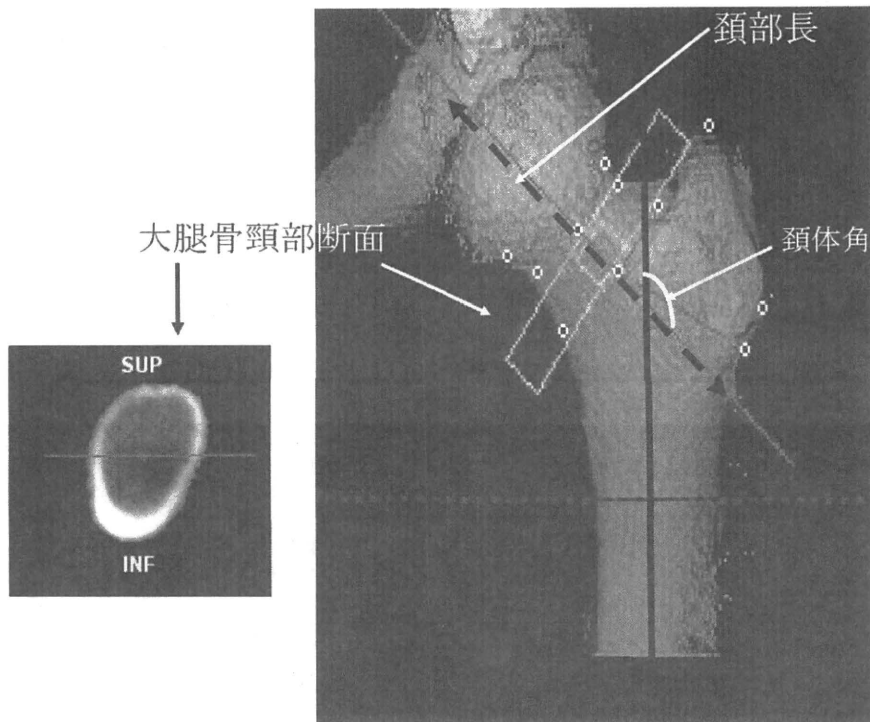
CT画像に基づく大腿骨近位部ジオメトリの評価法。頸部長軸に直交する大腿骨頸部横断面像を得て、その画像より、全骨・皮質骨・海綿骨の骨密度・骨量・面積、ならびに曲率、皮質骨幅・重心までの距離を算出する。これらのジオメトリの結果に基づき、強度指標 CSMI:断面二次モーメント（曲げ強度の指標）、BR:buckling ratio（cortical stabilityの指標）を算出する。
